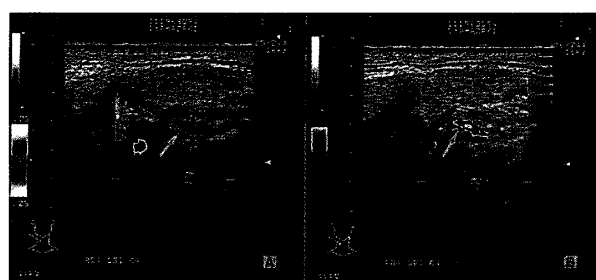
舌動脈と上行口蓋動脈の腺枝との分枝部における速度表示法(VM)とパワードプラ表示法(PM)による超音波断層像
